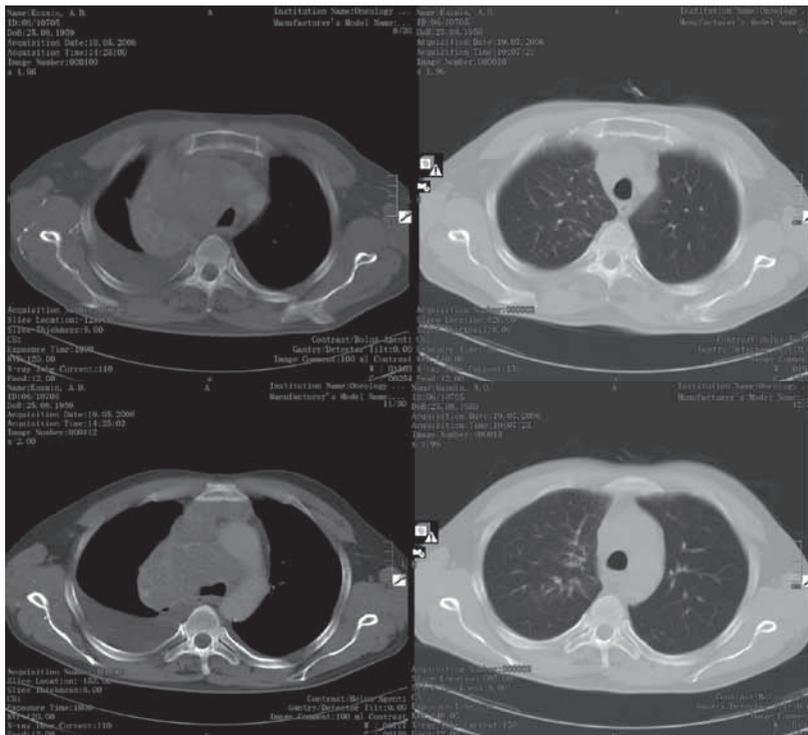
КТ органов грудной клетки до лечения (19 мая 2006 г.) и после двух курсов ПХТ (19 июля 2006 г.) (выраженная положительная динамика: массивный конгломерат сократился до 4,5 × 2,5 см, локализуется претрахеально и в области трахеобронхиального угла, с мелкой кальцификацией. Просветы бронхов без видимой деформации. Сократились метастазы в лимфоузлах средостения. Перестал определяться плеврит)
